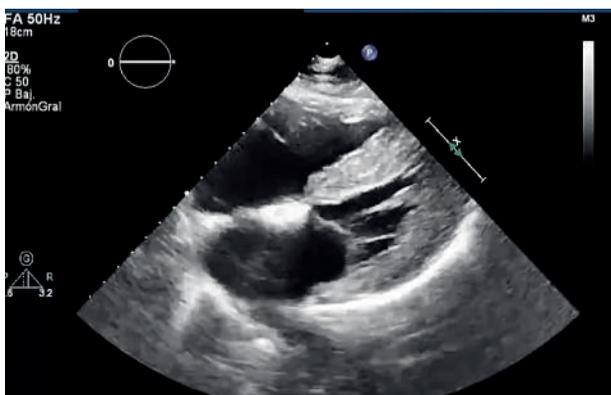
Ecocardiograma en plano subcostal 4 cámaras de paciente con amiloidosis. Se observa hipertrofia ventricular y engrosamiento también del septo interventricular. En este caso no presenta derrame pericárdico.
